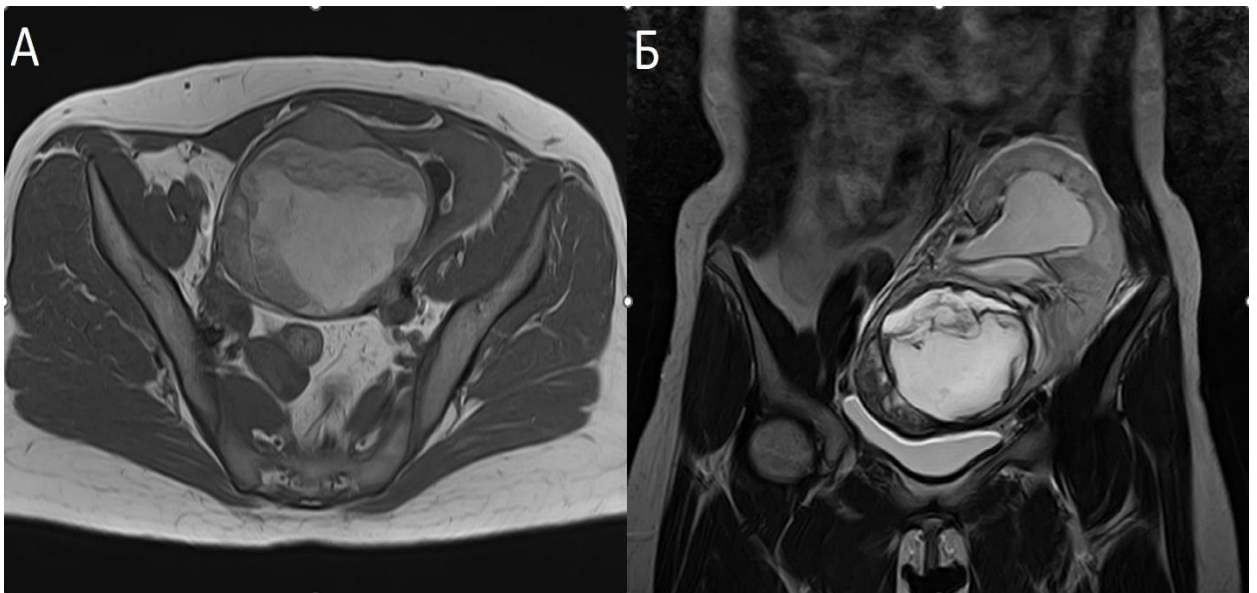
Магниторезонансная томография почечного трансплантата с внутрисинусной опухолью: А – изображение в аксиальной проекции, Б – изображение во фронтальной проекции
